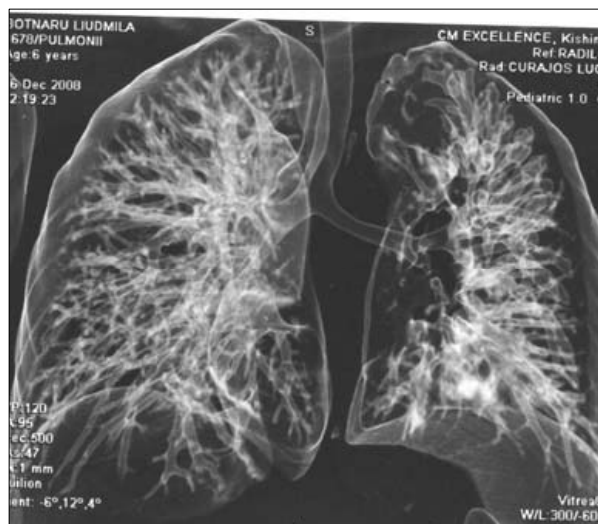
Pacienta B., 6 ani. CT axială - reconstrucții MPR și virtuale
